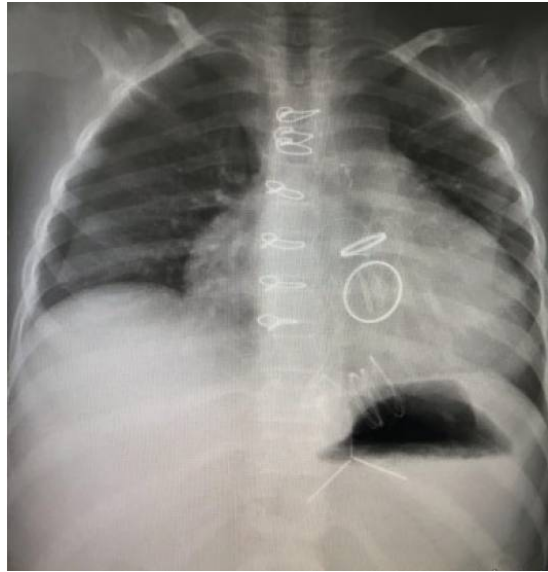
Radiographie thoracique montrant le remplacement mécanique de la valve mitrale et de la valve aortique après une chirurgie cardiaque chez un enfant de 14 ans souffrant de CRC compliquée d'un OAP.
